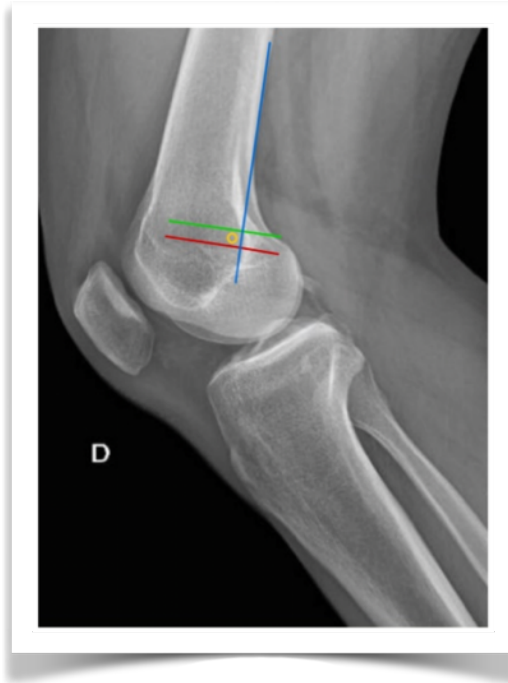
Radiografía lateral de rodilla en la que se muestra el punto descrito por Schöettle para la inserción femoral en la reconstrucción del LPFM³⁵.
